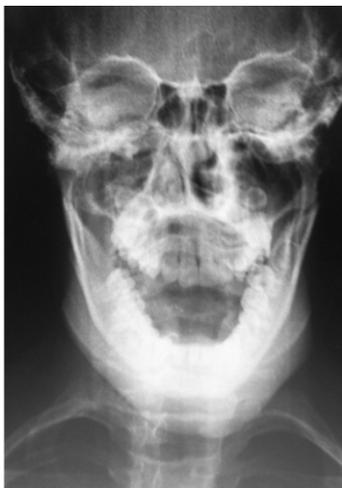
Radiographie face basse montrant une fracture bilatérale des cols des condyles
